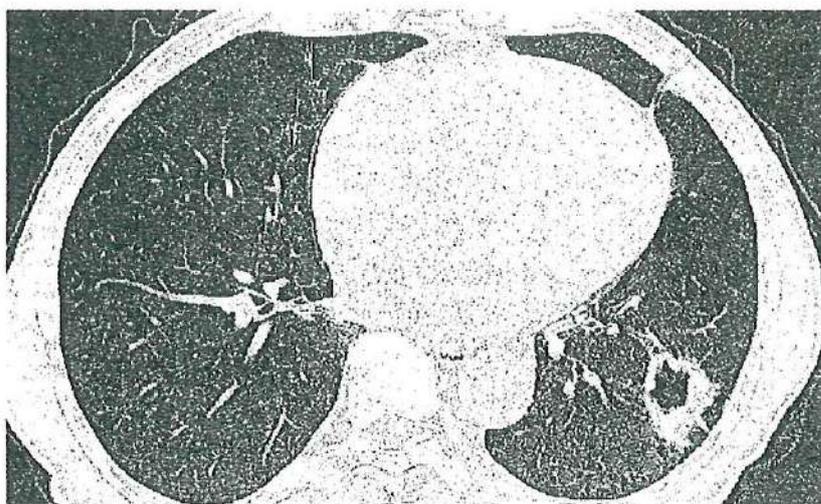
Периферический рак нижней доли левого легкого (полостная форма). Компьютерная томограмма
